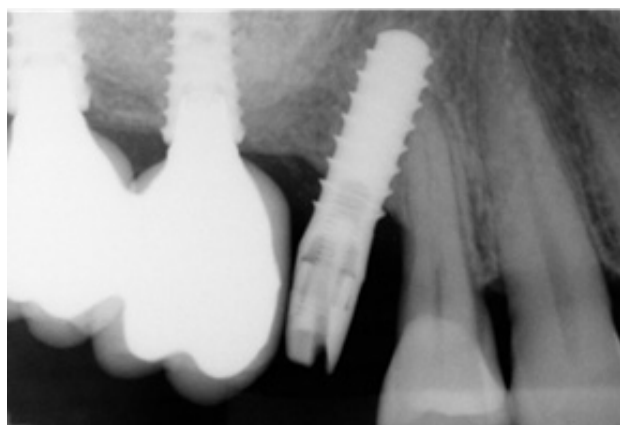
2014.03 재내원 시 #15i, 14 부위의 치근단 방사선 사진 및 임상사진, #14 부위의 방사선 투과성 병소는 더 증가하지 않음.
